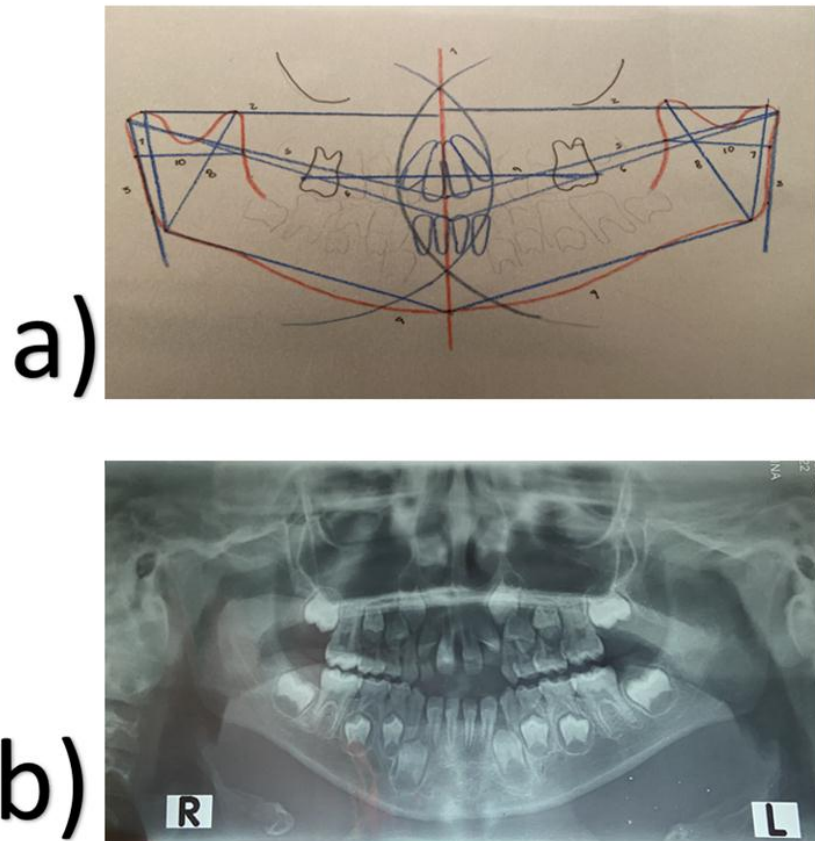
A) Trazado para el análisis panorámico B) Radiografía panorámica del paciente.
